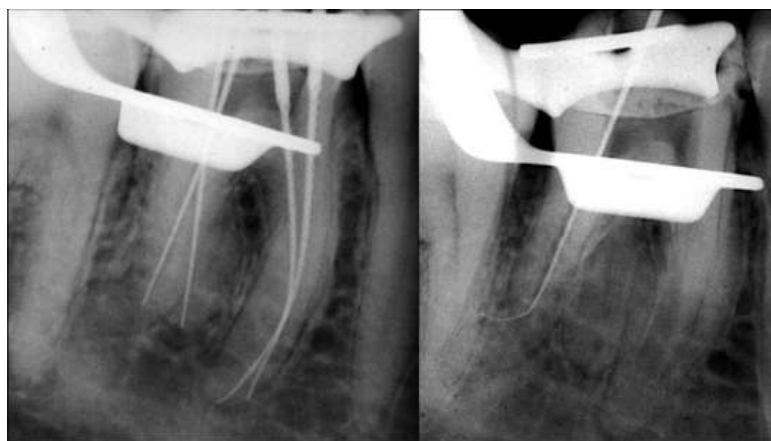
Рентгенограмма зуба с введенными эндоинструментами
